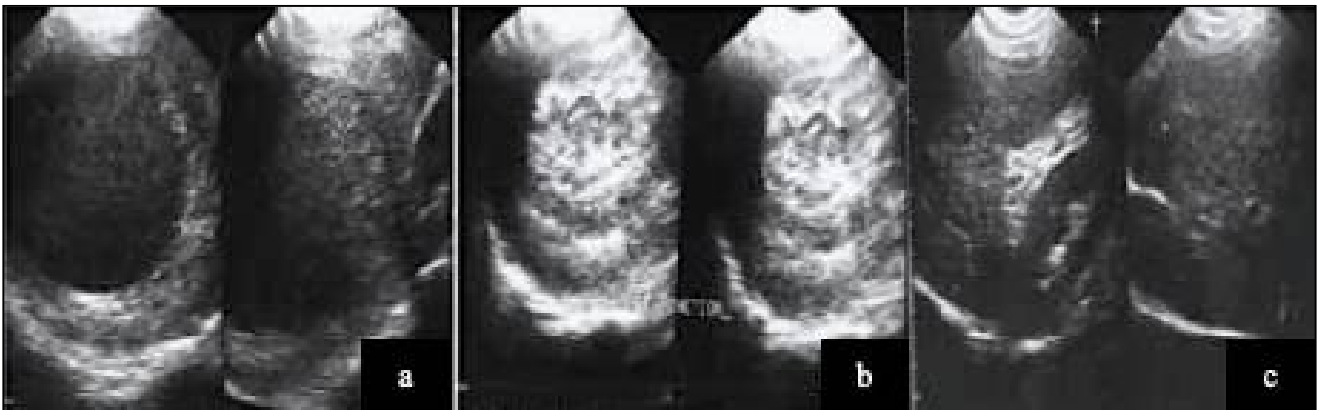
Images échographiques montrant les stades évolutifs d'un abcès amibien uniloculé intéressant les segments V et VI : [14]
